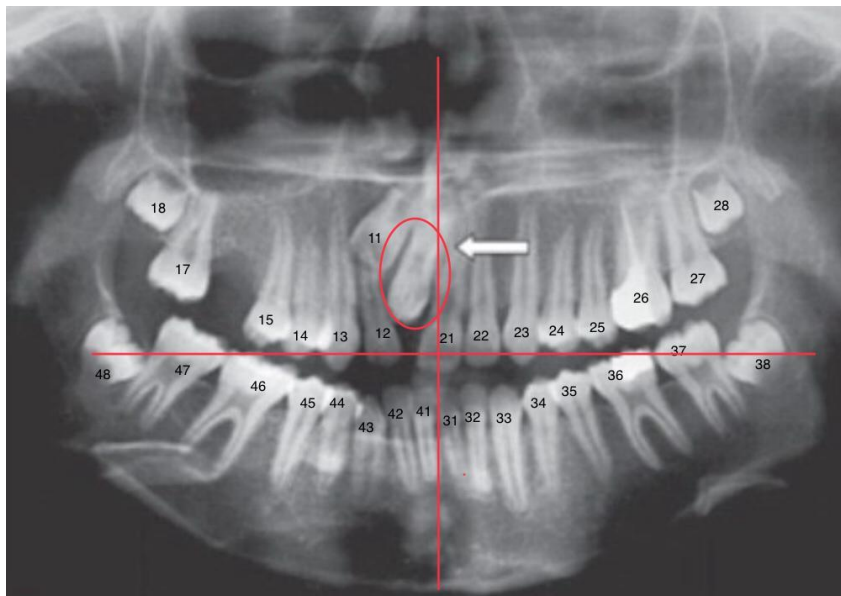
Ortopantomografía donde se identifica la presencia de un diente supernumerario que impide la erupción del diente 11. (26)
